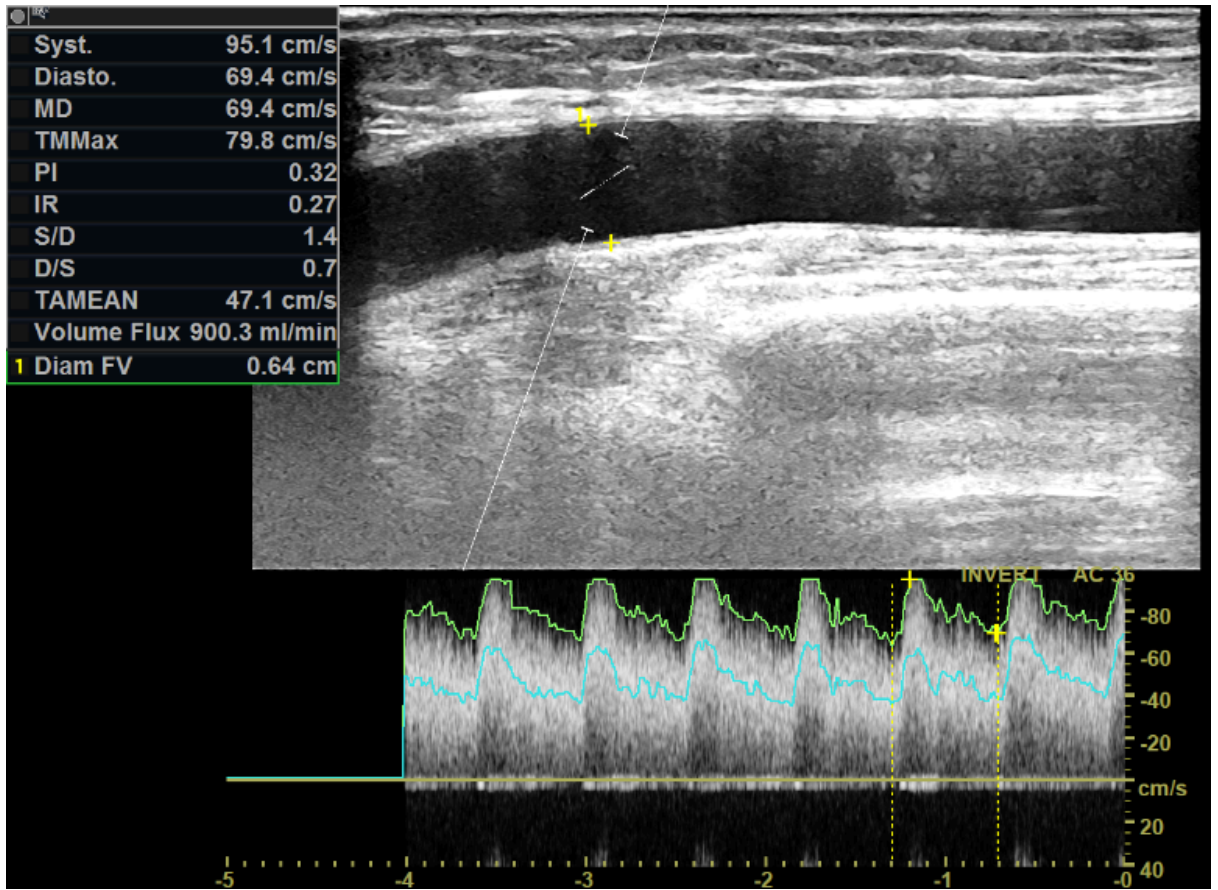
Doppler pulsé montre une augmentation du débit à 900ml/min
